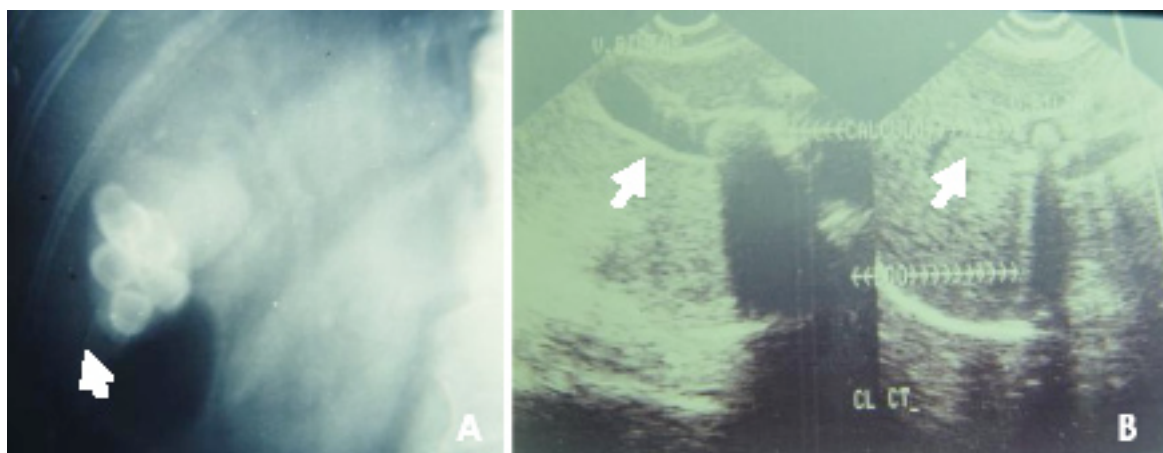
Litiasis vesicular. A) Radiografía simple de abdomen en la que se visualizan múltiples imágenes radiopacas en el interior de la vesícula biliar compatibles con cálculos biliares. B) Sonografía abdominal en la que se presencia la vesícula biliar con imagen hiperecogénica en su interior con sombra acústica posterior.
